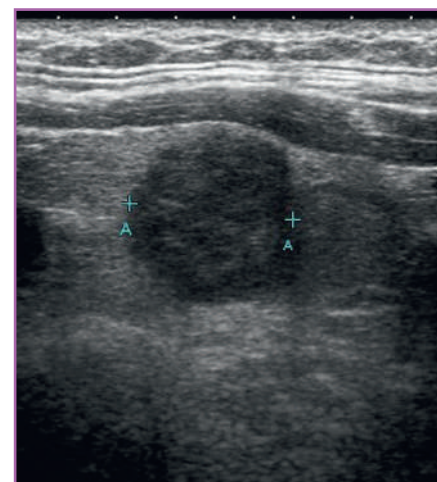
Сонографическая картина исследования ЩЖ у ребенка [предоставлено авторами] / Sonographic image of a thyroid gland examination in a child [provided by the authors]
